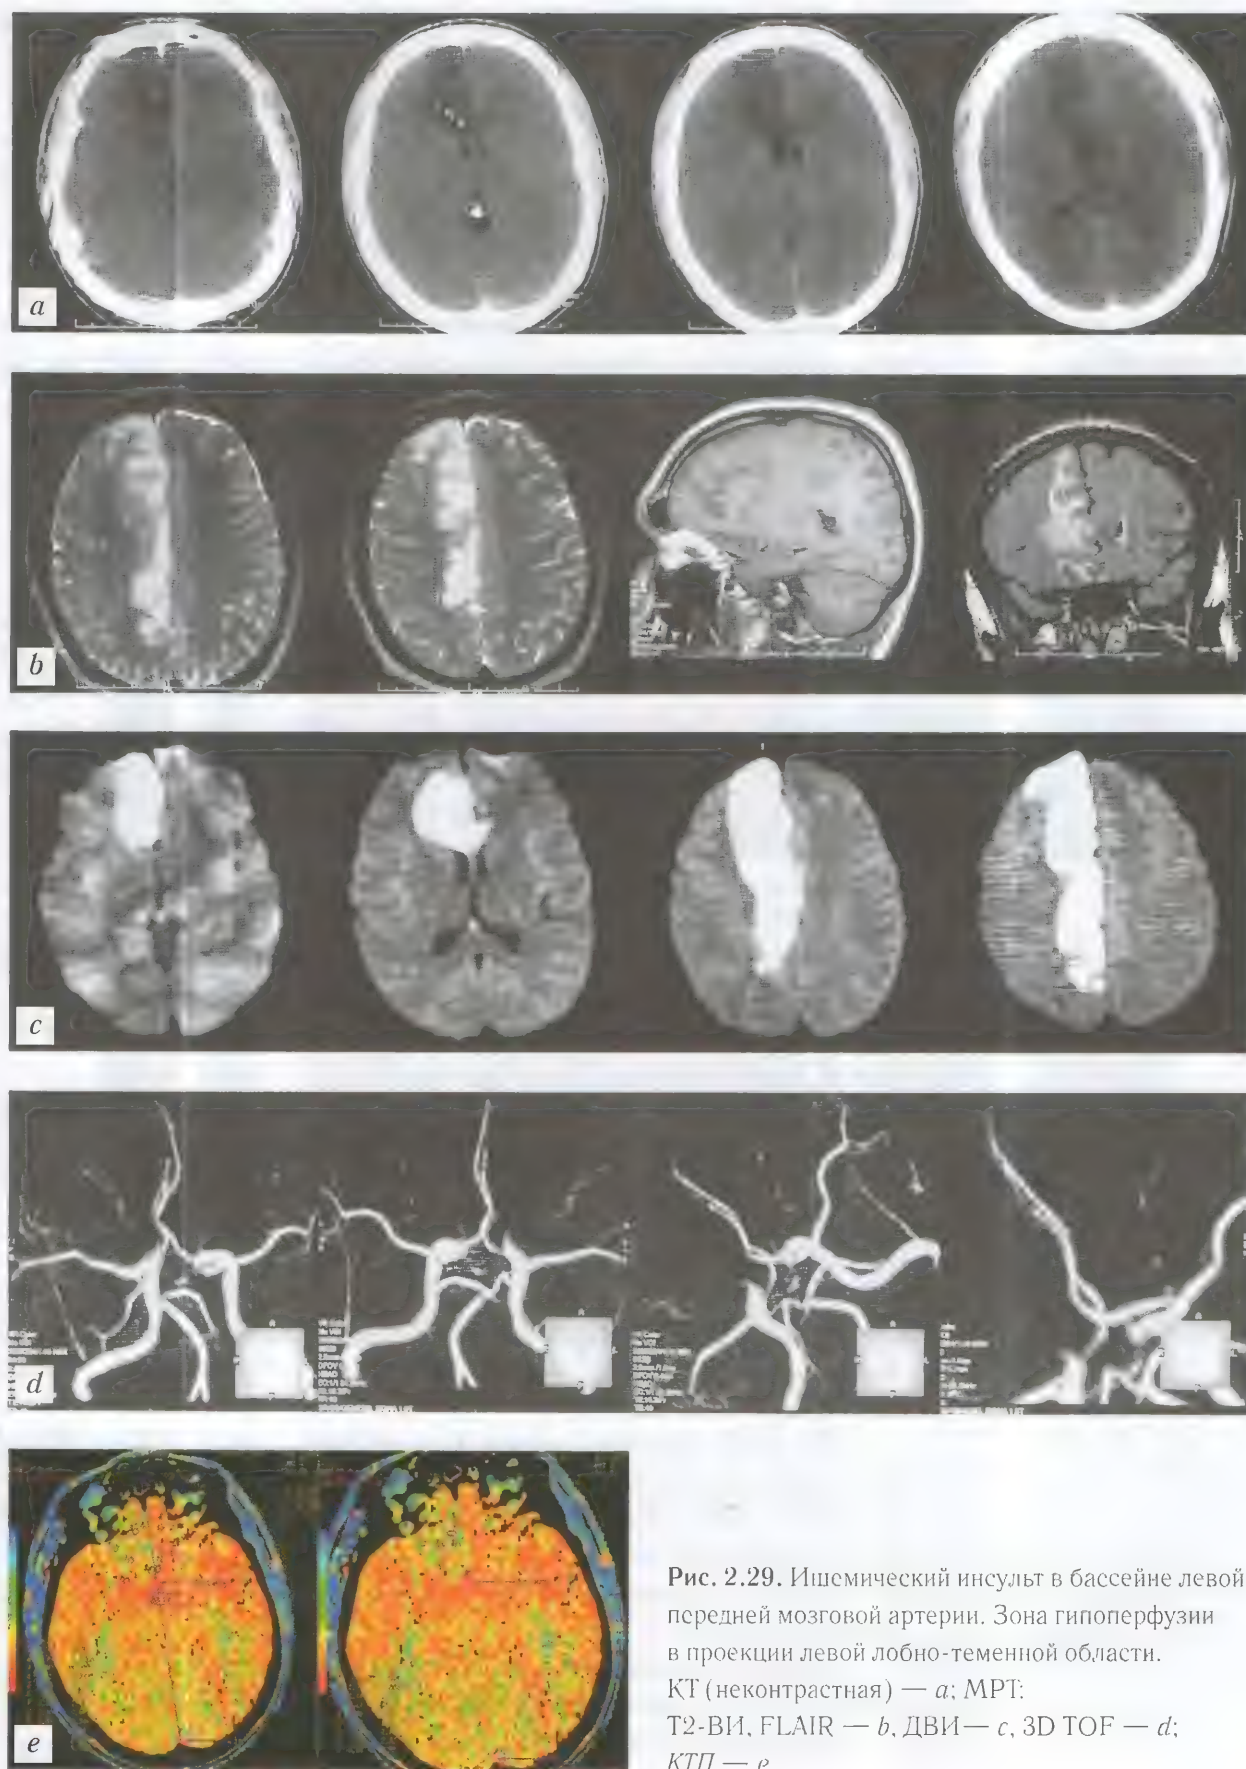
Ишемический инсульт в бассейне левой передней мозговой артерии. Зона гипоперфузии в проекции левой лобно-теменной области. КТ (неконтрастная) — *a*; МРТ: Т2-ВИ, FLAIR — *b*, ДВИ — *c*, 3D TOF — *d*; КТП — *e*
